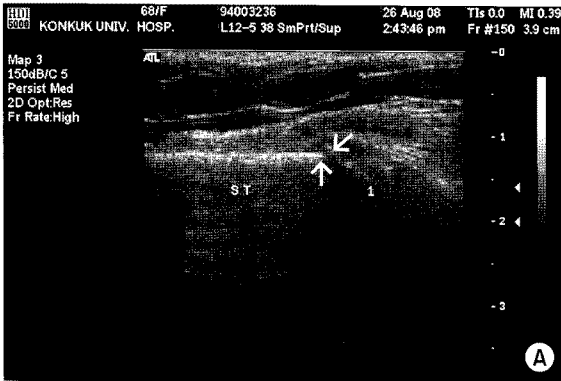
Chest wall sonogram of 88-year-old woman with slip down showing sternum fracture and fracture of right first costal cartilage (A), and showing sternum fracture and fracture of left first costal cartilage (B). White arrow indicates fracture site and ST indicates sternum.
